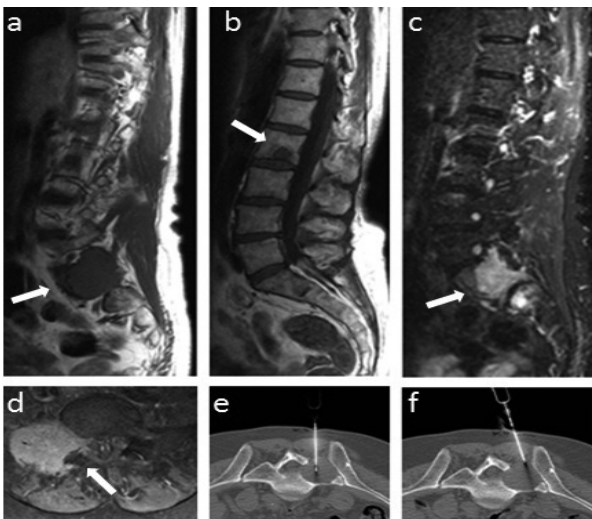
Femme de 61 ans souffrant de lombosciatalgie droite. Découverte à la tomodensitométrie d'une large lésion ostéolytique au niveau de l'aileon sacré droit. A l'IRM, cette lésion se présente avec un signal a) hypo-intense en pondération T1 et c) hyper-intense en pondération STIR. d) Elle se rehausse de façon importante et hétérogène après injection de gadolinium. b) Découverte d'une lésion juxta-centimétrique au niveau du tiers inférieur du corps vertébral de L2 se présentant aussi par un signal hypo-intense en pondération T1. e) et d) Biopsie percutanée sous contrôle tomodensitométrique de la partie supérieure de l'aileon sacré droit. Diagnostic de métastases d'un carcinome rénal à cellules claires.
